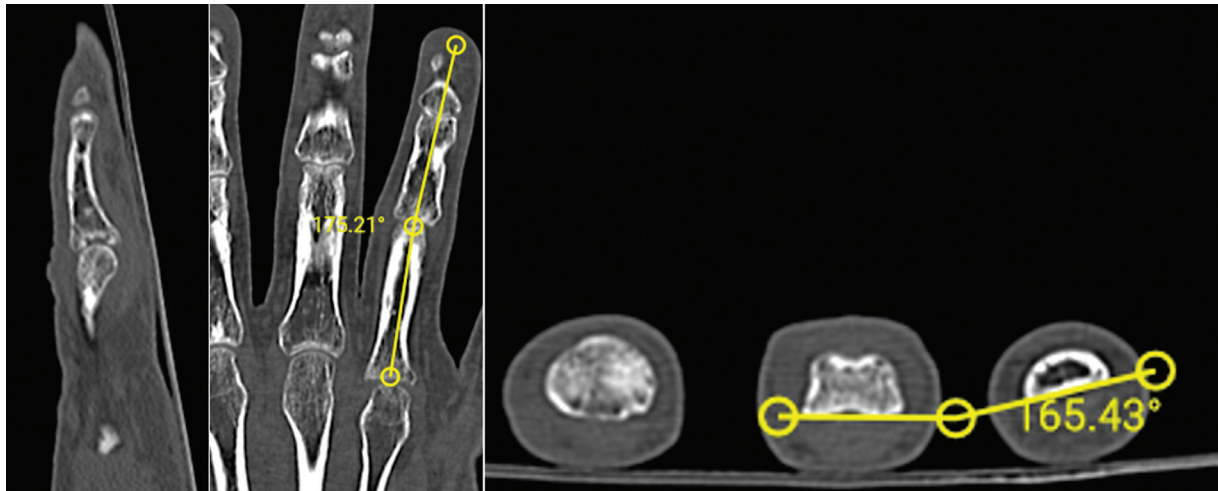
Tomografía computarizada que muestra y cuantifica las deformidades angular y rotacional causadas por la fractura intraarticular.
